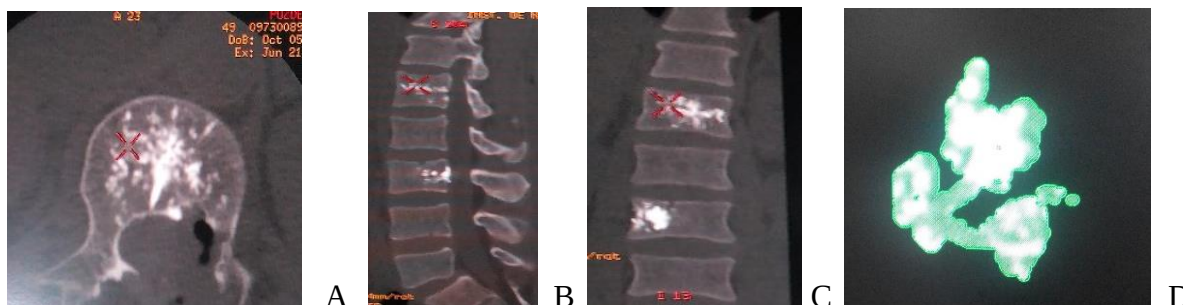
CT lombară postoperatorie A, B, C, D: A– secțiune axială a VTP L1 cu rezecția tumorii la acest nivel și hemilaminectomie L1 stânga; B, C– secțiuni sagitale lombare cu VTP L1, L3 și rezecția tumorii la nivelul L1 prin hemilaminectomie L1 stânga; D– volumul cimentului injectat în corpul vertebral.
